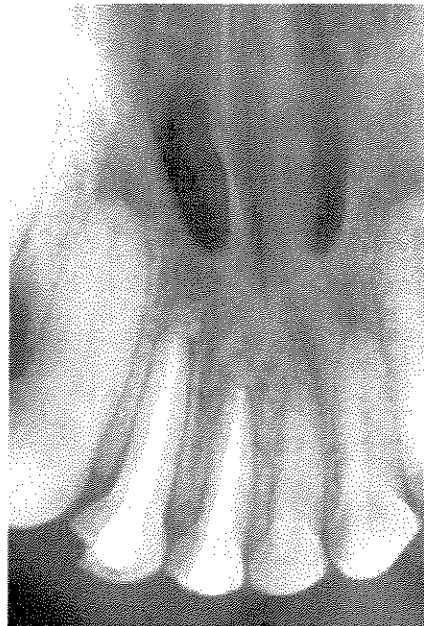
Radiografia periapical dos incisivos centrais direitos 1 e 2 obturados.
